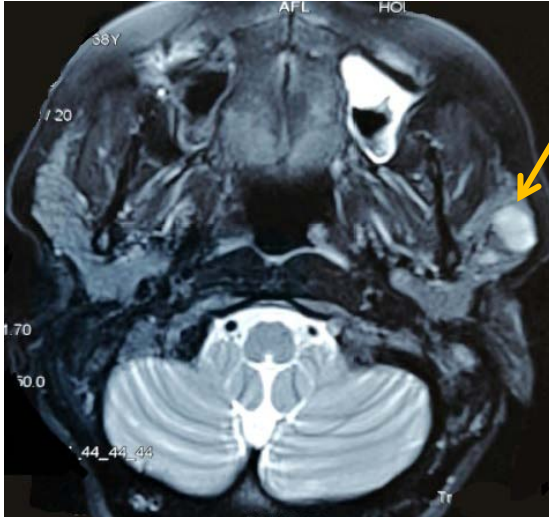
IRM parotidienne en coupe axiale en pondération T2, montrant une formation arrondie, bien limitée, aux contours lobulés, au dépend du lobe superficiel de la parotide gauche, en hypersignal hétérogène.
